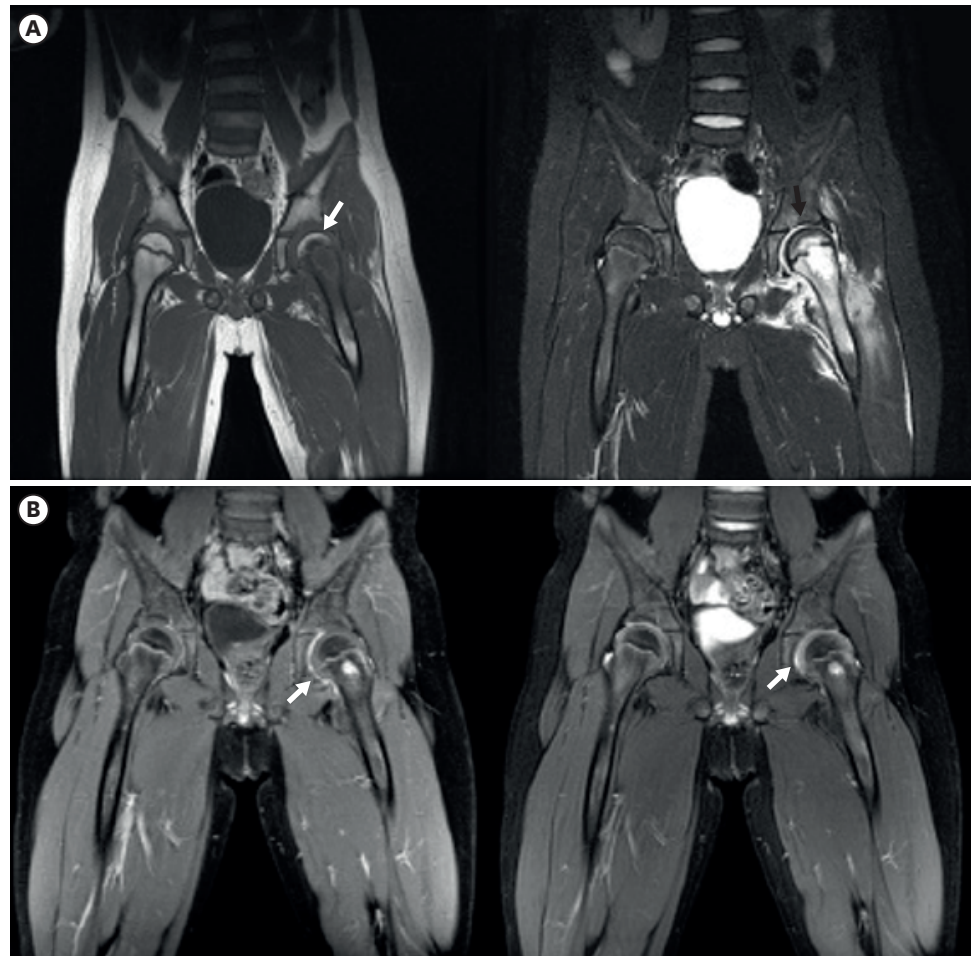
Magnetic resonance imaging of hip. (A) Before operation, coronal T1-weighted MR image shows low signal intensity (white arrow) of left femoral head compared with contralateral femoral head. Coronal T2 weighted MR image shows effusion, rim enhancement in left hip joint (black arrow) and extensive soft tissue signal change in left vastus muscle and internal hip rotator. (B) Three months after operation, there is no joint effusion and soft tissue edema except synovial enhancement in left hip joint (arrow). Abbreviations: MR, magnetic resonance.
